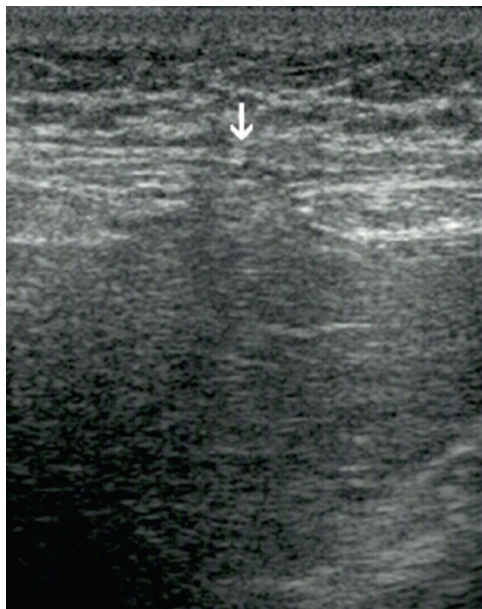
Po stronie prawej sonogramu dzielonego widoczne są delikatne płaszczynowe zrosty lewego płata wątroby z powłokami (strzałki) po resekcji żołądka. Po stronie lewej prawidłowy obraz kompleksu powięź – tłuszcz – otrzewna (strzałki) nad płatem prawym wątroby
